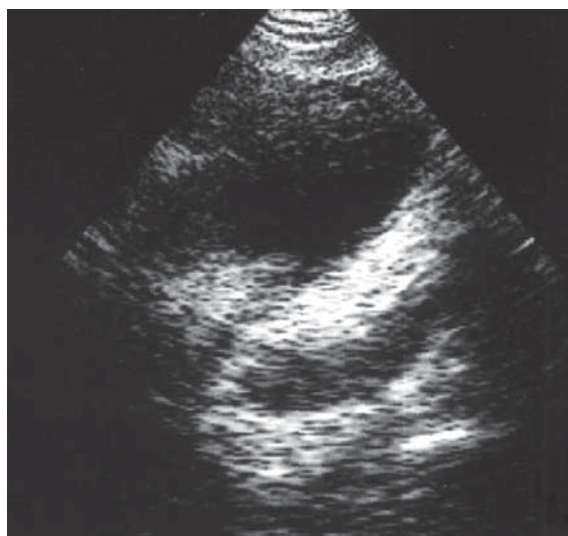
Megaureter. Ecografie, secțiune oblică la nivelul vezicii urinare. Ureterul dilatat este situat posterior față de vezică.
